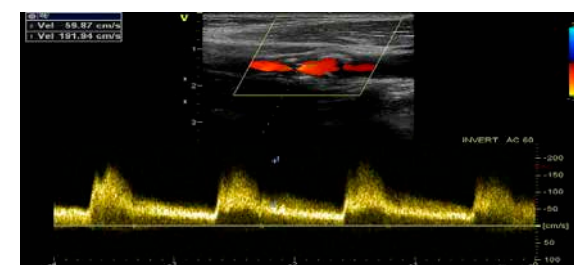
Doppler carotidian: stenoză 60% a. carotidă internă stângă
